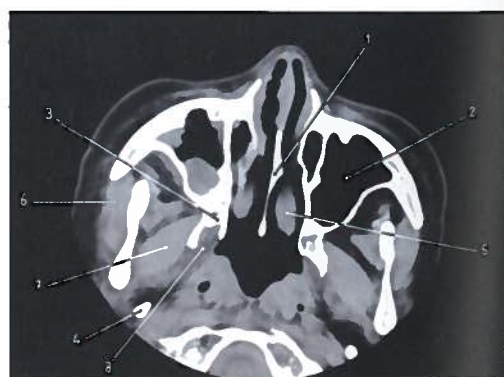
Corte axial do maciço facial em TC, sendo de notar pequeno quisto sinusoidal (patológico) no seio maxilar direito
